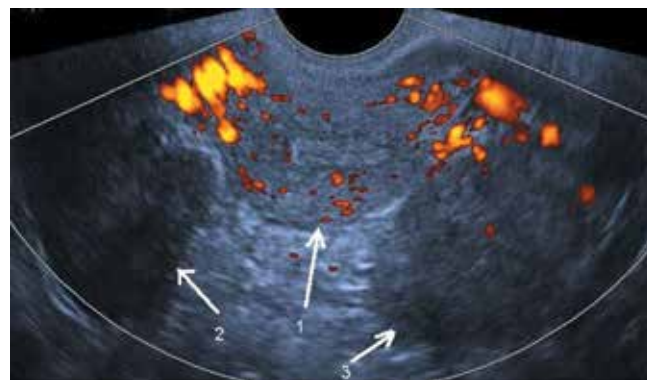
Ультразвуковая томограмма малого таза больной К. с диагнозом аденокарциномы желудка: 1 – матка; 2 – опухоль правого яичника; 3 – опухоль левого яичника
